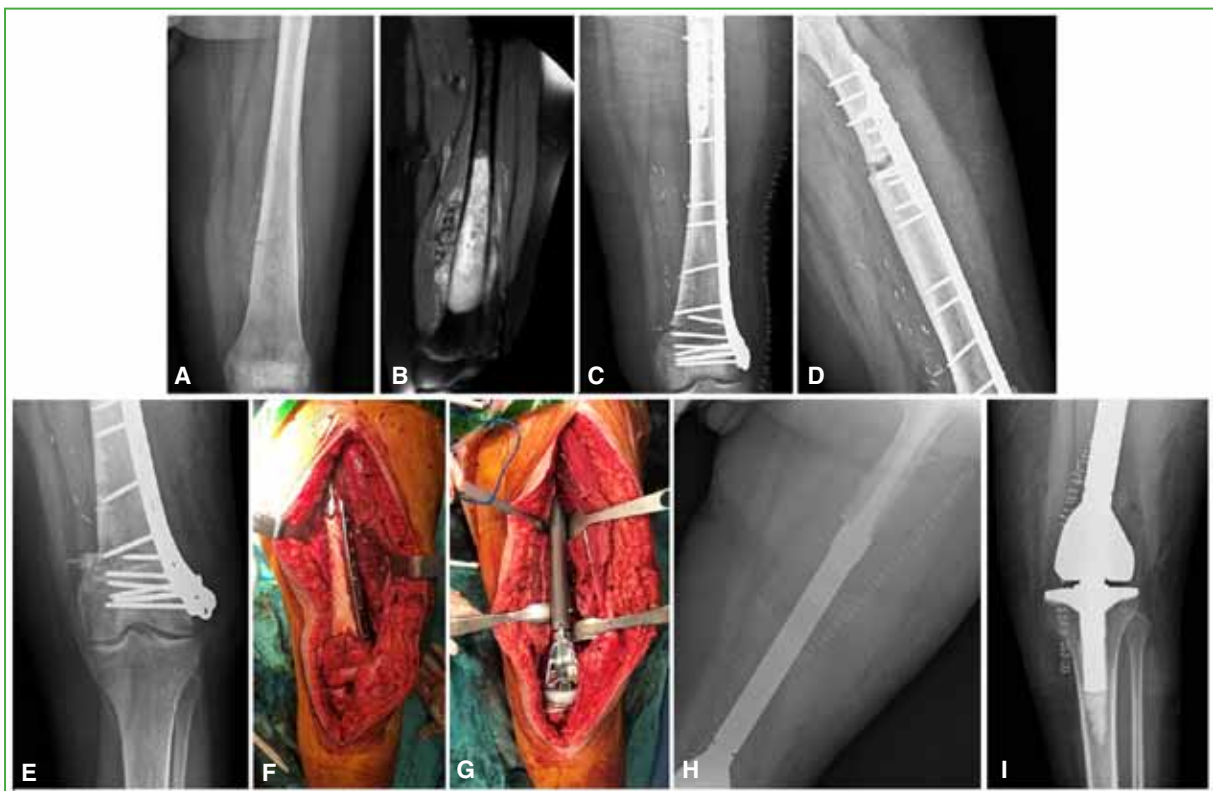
Pseudoartrosis del injerto en un paciente con osteosarcoma de fémur distal. Evolución: A y B. Radiografía de fémur izquierdo, de frente y resonancia magnética de fémur izquierdo, preoperatorias iniciales. C. Radiografía de fémur y rodilla izquierdos, de frente, en el posoperatorio inmediato. D y E. Radiografías de fémur y rodilla izquierdos, de frente, a los 12 meses de la cirugía. Se observan signos de aflojamiento protésico. F y G. Imágenes intraoperatorias de la revisión. H e I. Radiografías de fémur y rodilla izquierdos, de frente, después de la revisión.
